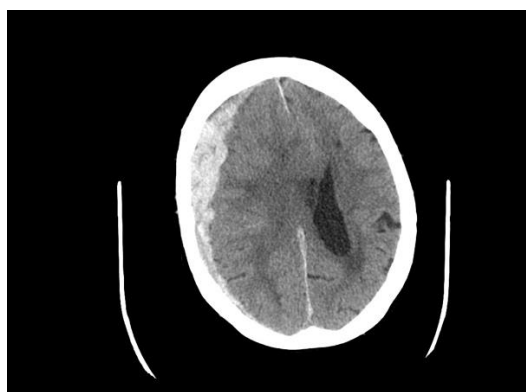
Badanie CT głowy – ostry krwaki podtwardówkowy nad prawą półkulą mózgu
